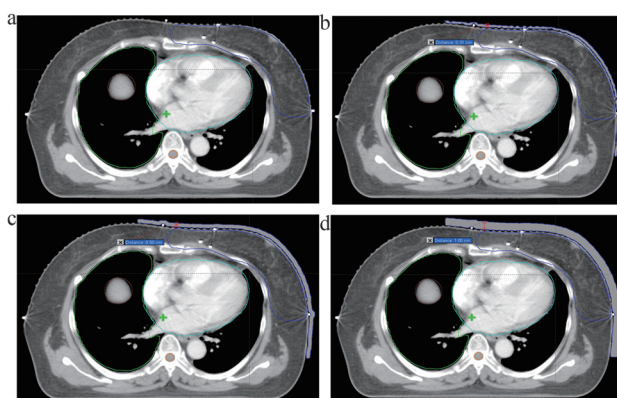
左侧乳腺癌患者采用不同厚度组织补偿膜的CT图像
